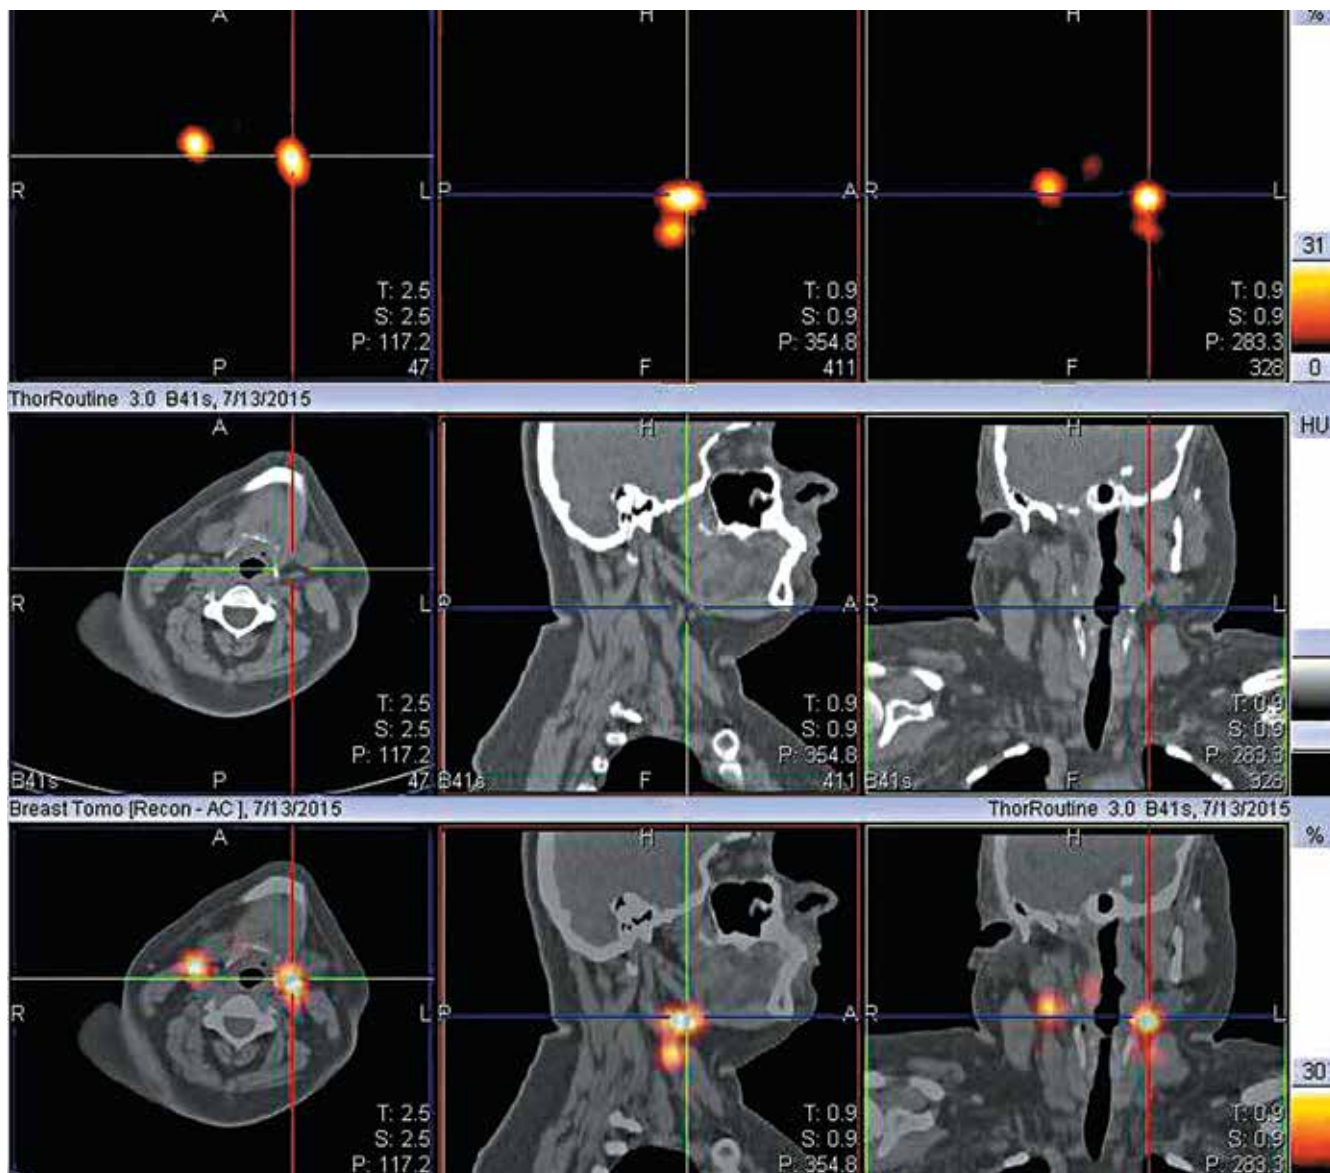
Однофотонная эмиссионная компьютерная томография головы и шеи пациентки с плоскоклеточным раком свободной части языка. Картирование сигнальных лимфатических узлов
